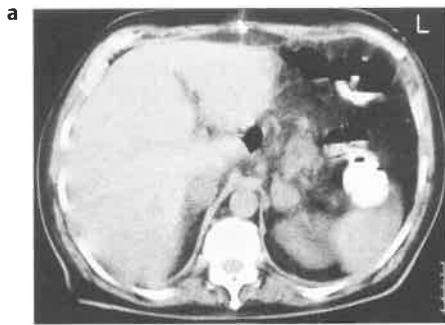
(a) Das native Kontroll-CT am 12. postoperativen Tag zeigt eine deutliche Vergrößerung beider Nebennieren mit zentraler Hypodensität. (b) Nach KM-Applikation lediglich peripheres Enhancement der vergrößerten Nebennieren.
